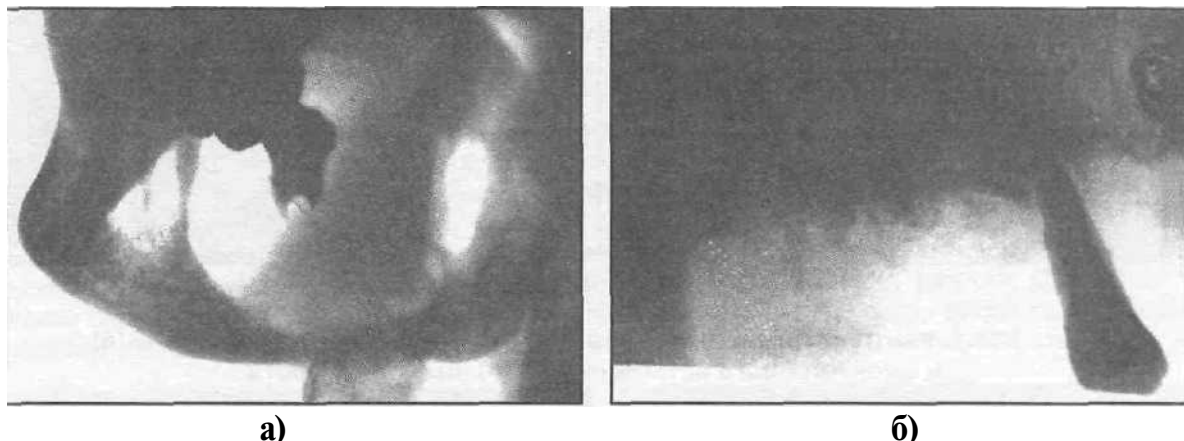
Рентгенографическая картина литической формы остеобластомы нижней челюсти (а) и верхней челюсти (б).
